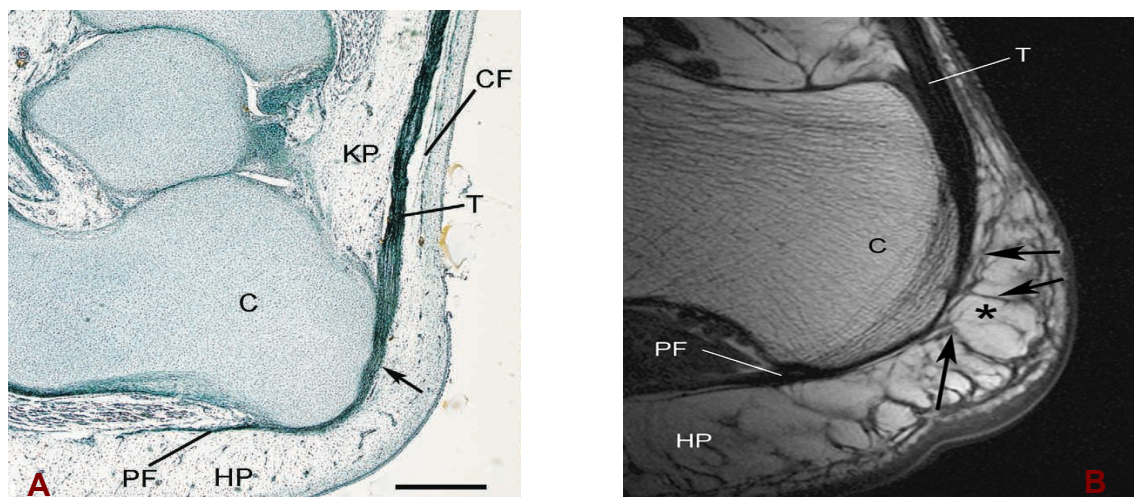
Comparación entre la continuidad de las fibras de Sharpey en el feto de 57mm de longitud (desde la cabeza hasta la extremidad) y fibras de un adulto de 42 años de edad. A) Continuidad entre el tendón calcáneo (T) y la fascia plantar (PF) indicado por una flecha. Condensación mesenquimatosa de la zona posterior señal de la diferenciación de la fascia crural (CF). Todavía no se ha iniciado la adipogénesis en el triángulo de Kager (KP) y el talón (HP). B) En la edad adulta todavía hay continuidad, aunque en menor proporción, entre el tendón calcáneo y la fascia plantar. El tejido adiposo plantar se extiende hacia posterior y proximal entrelazándose con los septos fibrosos del tendón calcáneo (flechas). Fuente de: Shaw HM, Vázquez OT, McGonagle D, Bydder G, Santer RM, Benjamin M. *Development of the human Achilles tendon enthesis organ.* J Anat. 2008;213(6):718–24¹³.
